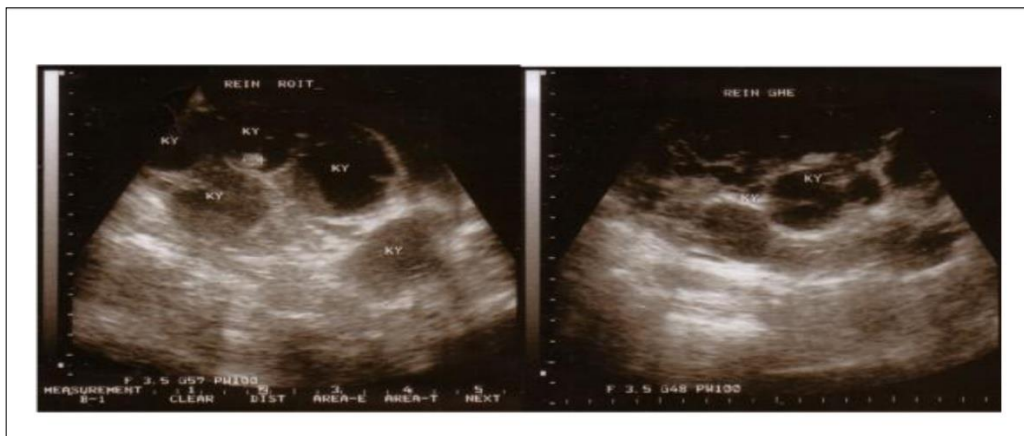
Image échographique d'une polykystose rénale bilatérale permettant de voir nombreux kystes (KY).
